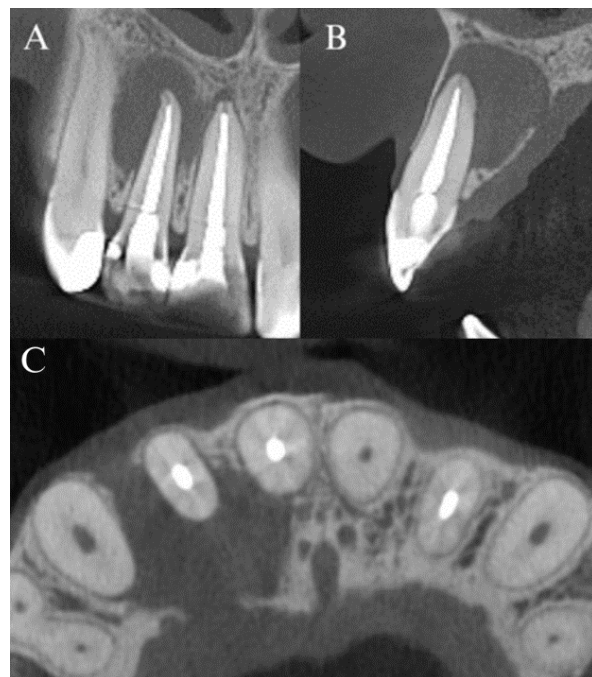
Tomografia computadorizada de feixe cônico inicial. Corte coronal (A), Corte sagital (B), Corte axial (C).
